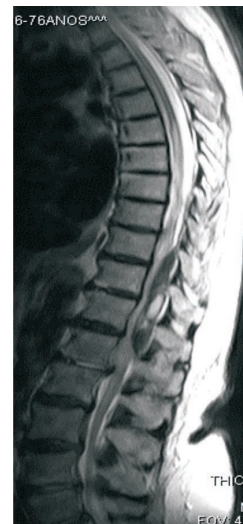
RM em T2 mostra coleção heterogênea com áreas de hipossinal de T10 a L1.
